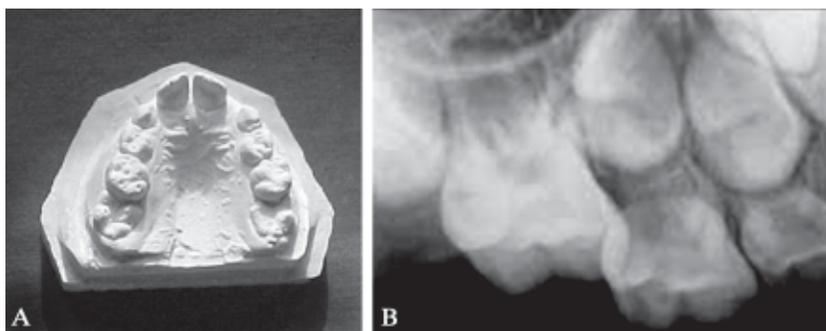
A: modelo donde se observan primeros molares permanentes en erupción ectópica. B: radiografía periapical donde se observa reabsorción de la raíz distal del segundo molar temporal por la erupción del primer molar permanente.
